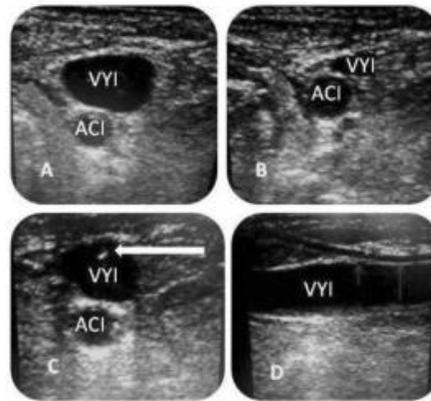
Técnica por ecografía. VVI: vena yugular interna; ACI: arteria carótida interna. Flecha blanca: aguja de punción. Flechas grises: catéter.
